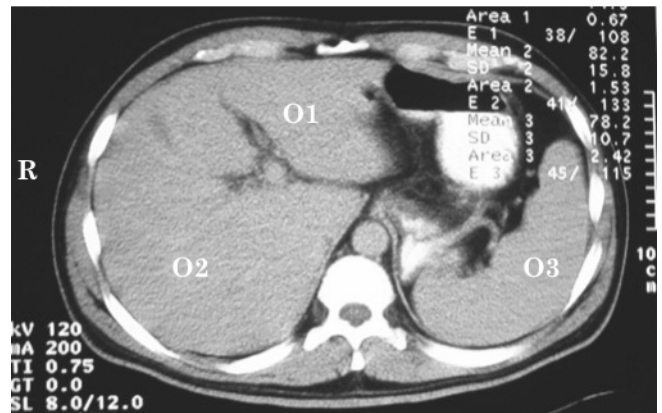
Tomografía axial computarizada con doble contraste de abdomen donde se muestra hepatoesplenomegalia, sin infiltrados o alguna otra alteración.
